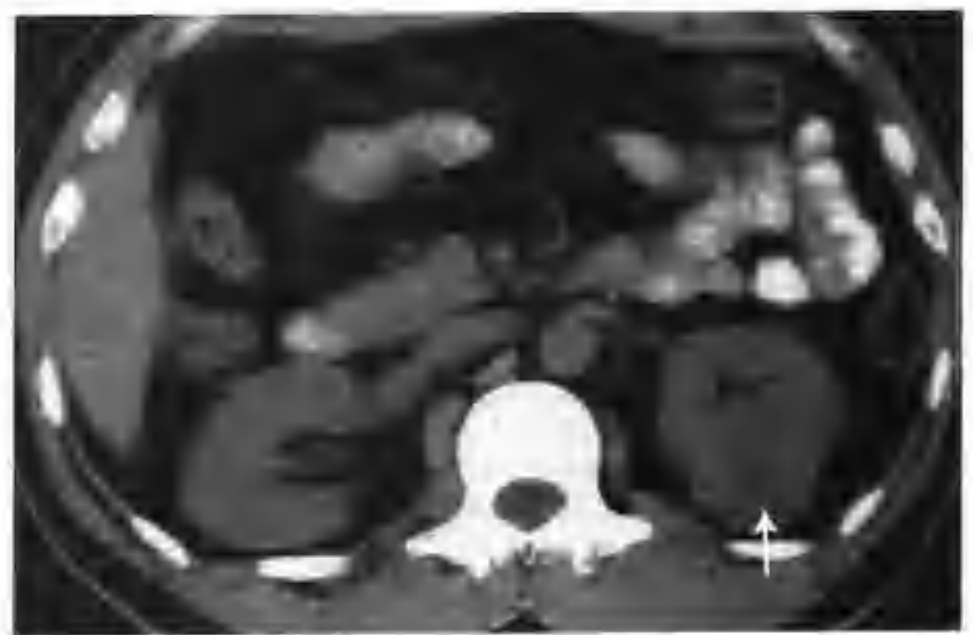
左肾细胞癌 (透明细胞为主, CT 见左肾上极一个 $3.2\text{cm} \times 4.0\text{cm} \times 4.0\text{cm}$ 偏心性生长的肿块, 平扫呈稍低密度 (箭头))
